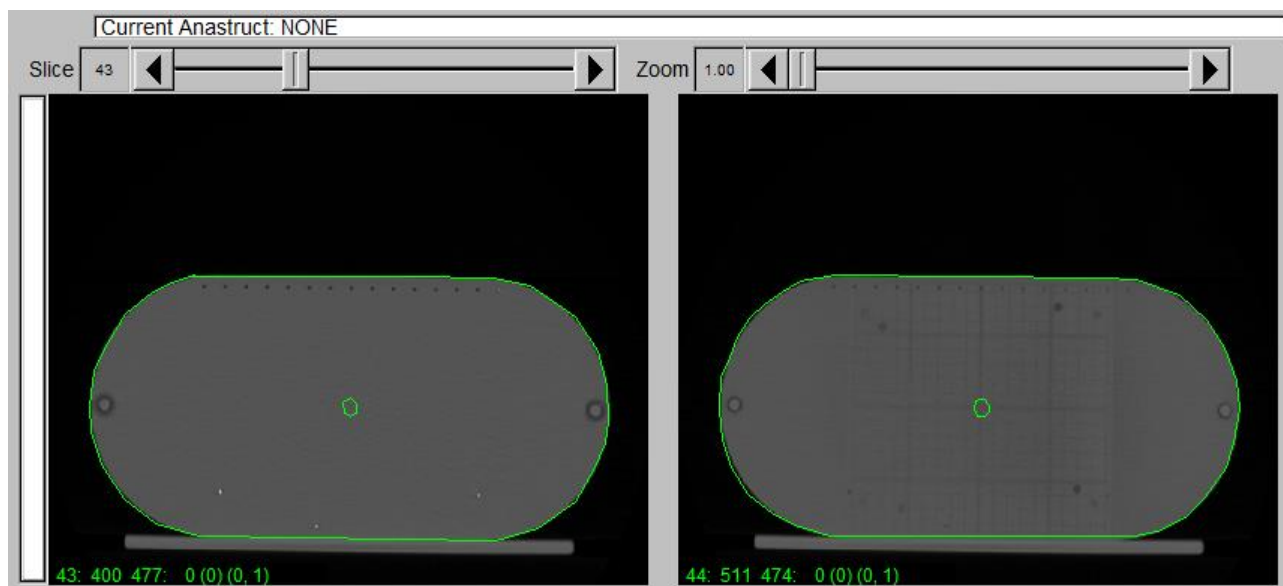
Загруженные КТ – снимки с выполненным оконтуриванием
